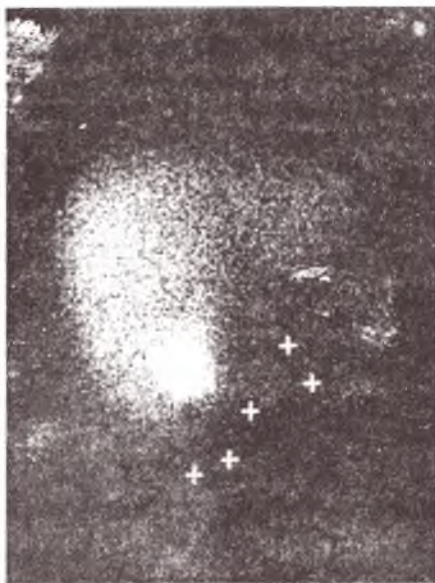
Фотосцинтиграмма б-й К., 16 лет, ист. болезни № 33273. Диагноз: диспластический правосторонний грудной сколиоз III степени. 55-я минута исследования. Печень ротирована против часовой стрелки
